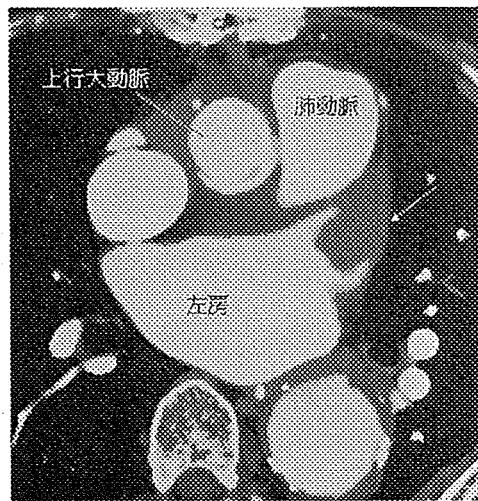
左房血栓のCT画像(胸部大動脈瘤術後症例)
